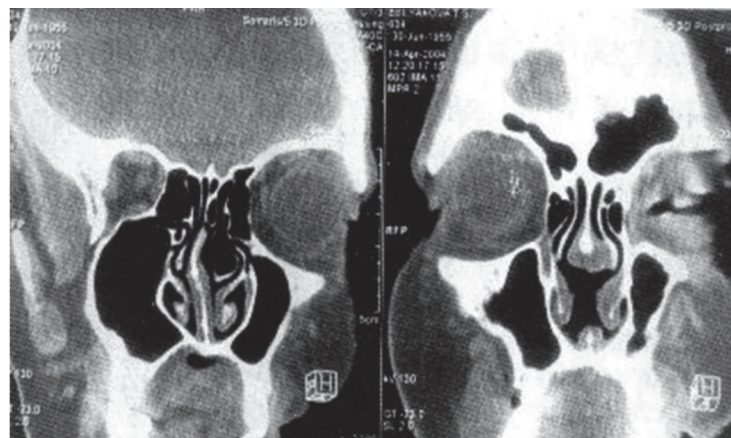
КТ пациентки Б., 49 лет, в коронарной проекции с деструктирующей аденомой перегородки носа. На правом снимке видна ограниченная перфорация перегородки носа в переднем отделе
